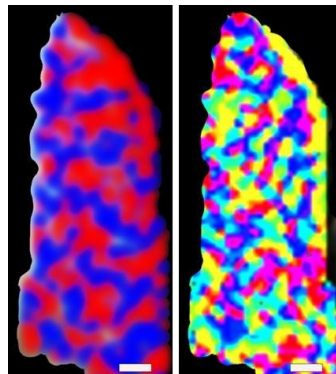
f-MRI della corteccia visiva primaria. ROI parallela alla scissura calcarina. Le due immagini sono mappe funzionali che rappresentano le colonne di dominanza oculare (ODC). I due colori, rosso e blu, rappresentano rispettivamente la stimolazione dell'occhio destro e sinistro, la distribuzione del colore rappresenta il cambio di orientazione dello stimolo.* (Yacoub E. et al., 2008)^[12].
